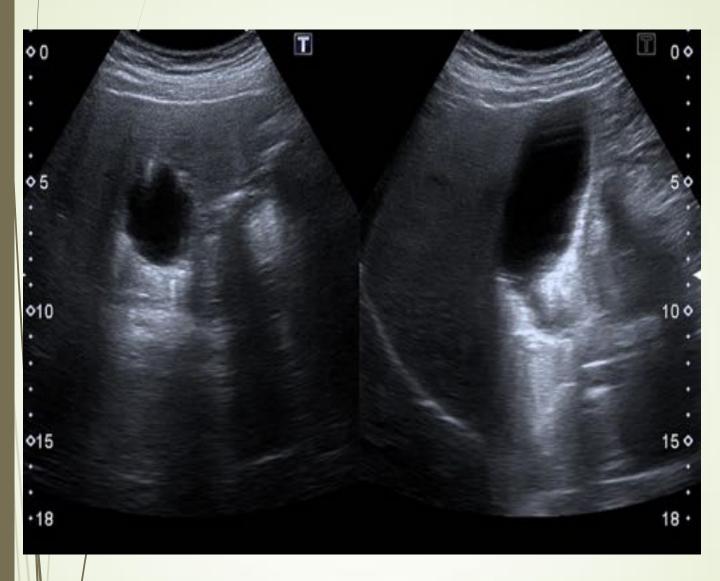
Ecografía de abdomen con una vesícula biliar alitiásica que presenta engrosamiento de la pared generalizado e imágenes de artefacto en cola de cometa, sugestivo de adenomiomatosis vesicular.
